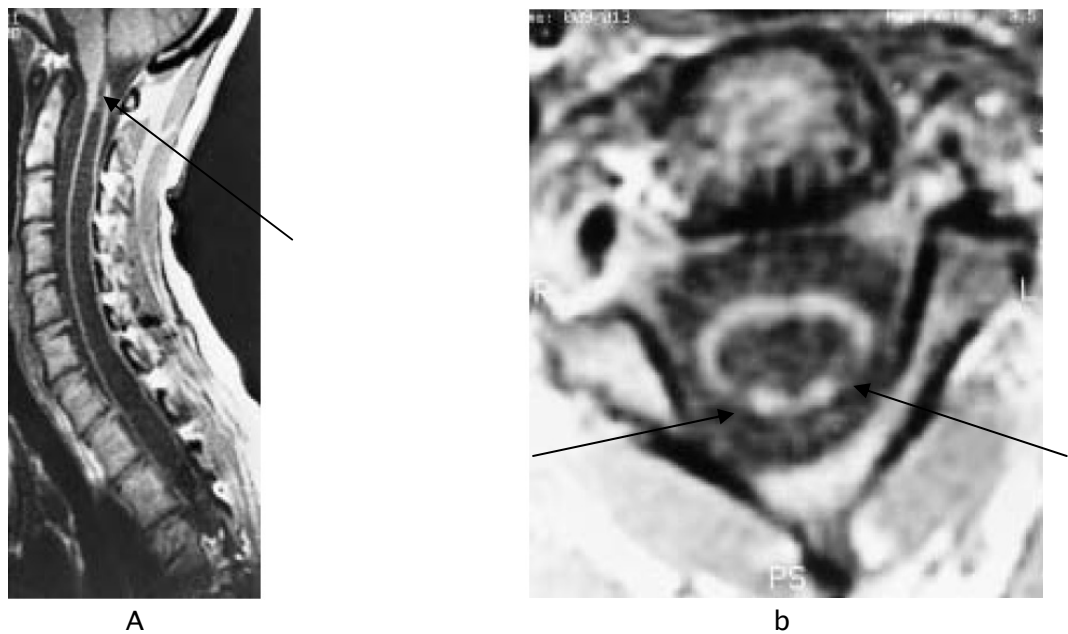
IRM médullaire en coupe sagittale et transversale en séquence pondéré T1
